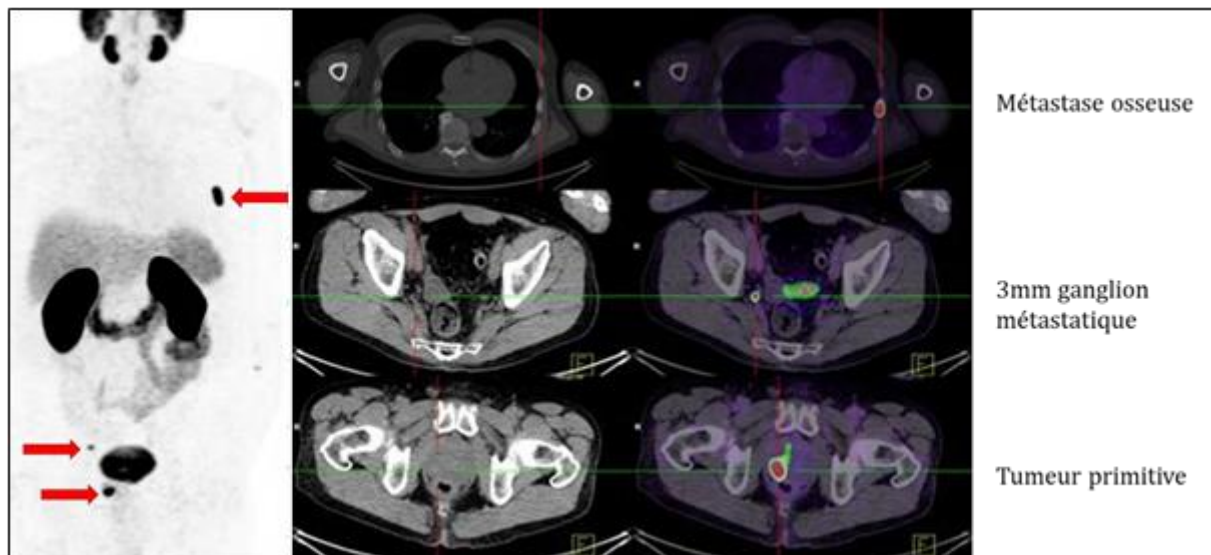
Contribution de la TEP-PSMA dans la stadification d'un cancer de la prostate à haut risque : Gauche : PSMA-TEP ; Centre : TDM ; Droite : PSMA-TEP/TDM
